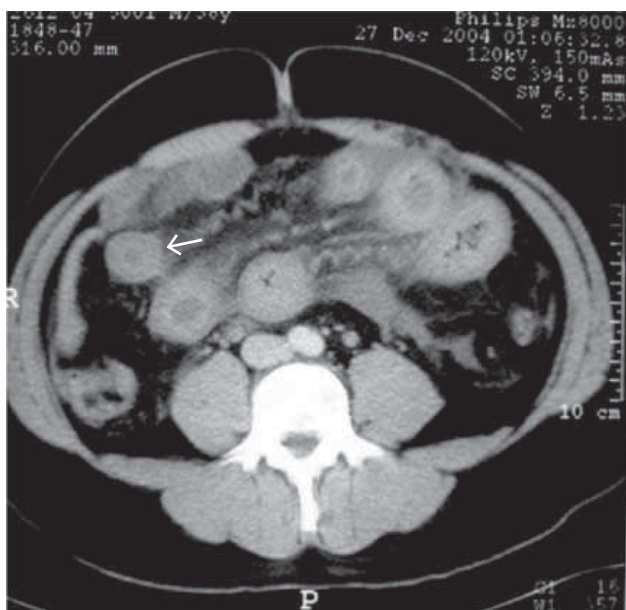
Corte axial de tomografía computada donde se observa engrosamiento importante de asas de intestino delgado, con imagen en “tiro al blanco” o “diana” (flecha).
